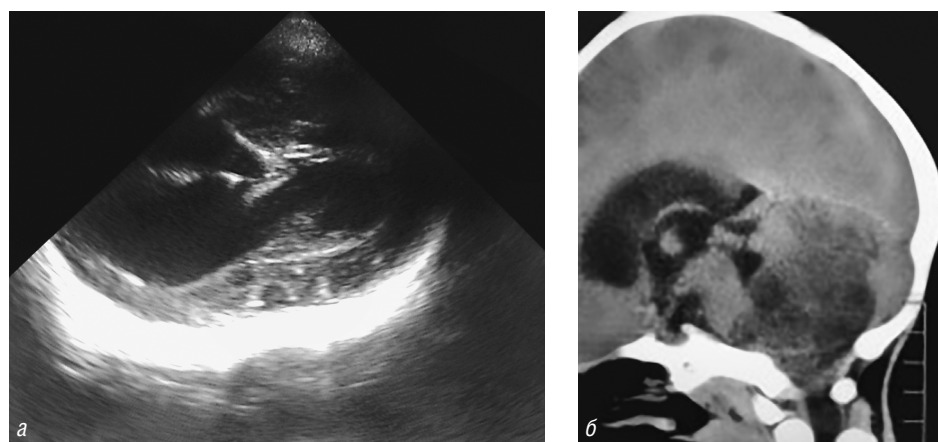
Фрагменты изображения головного мозга девочки Н.Е., 3 года 4 месяца: *а* — транскраниальная ультрасонография, режим $TН_2$, расширение боковых желудочков; *б* — компьютерная томография, больших размеров опухоль червя мозжечка с блокадой путей ликворооттока
